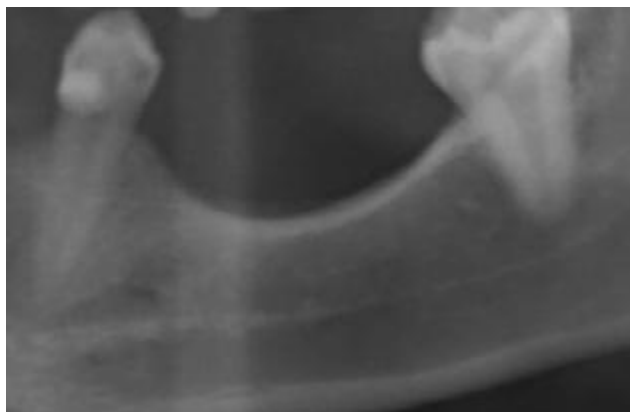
Vertical bony defect in the region of the left lower first molar and second bicuspid because of aplasia (detail of a Panorex radiograph).
